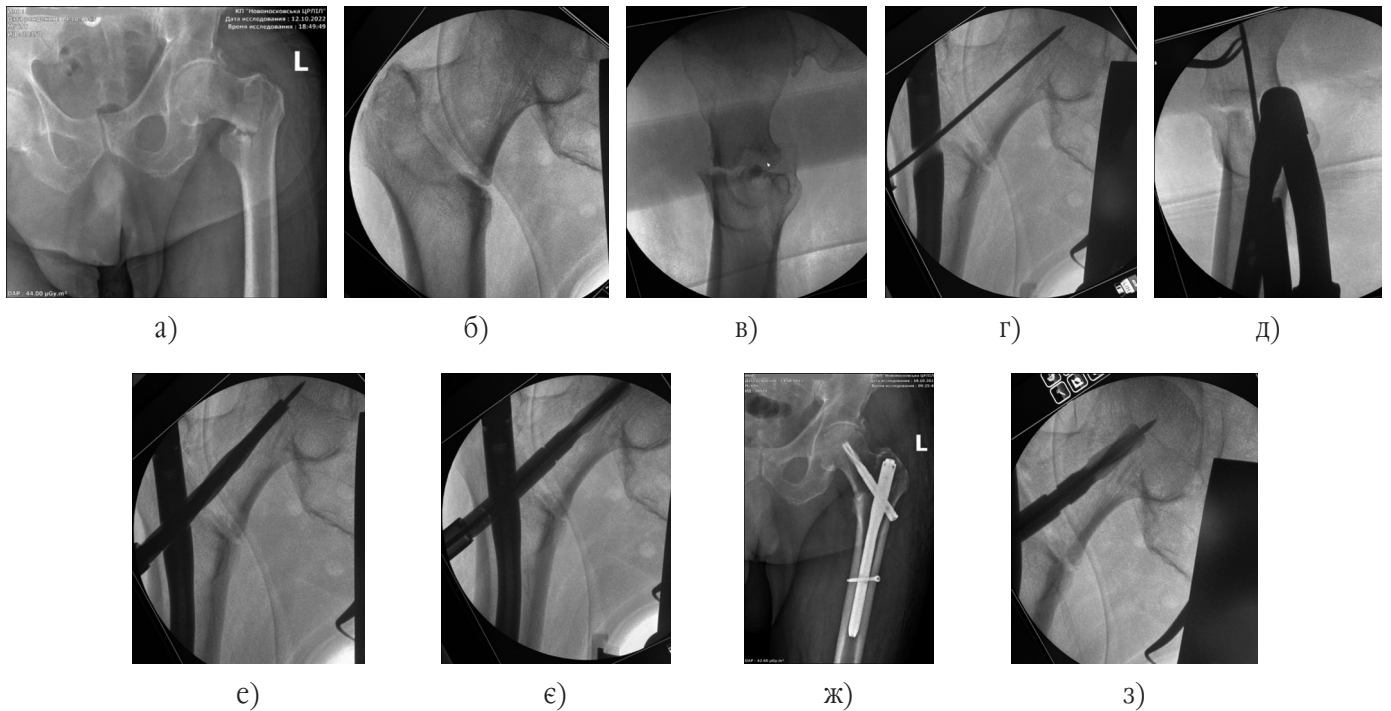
Фотовідбитки рентгенограм лівого кульшового суглоба хворого О., 69 р.:
